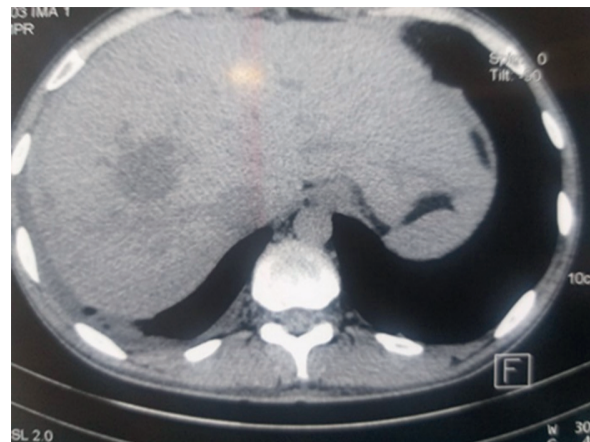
МСКТ: в проекции VII сегмента печени определяется округлое образование диаметром 5 см
